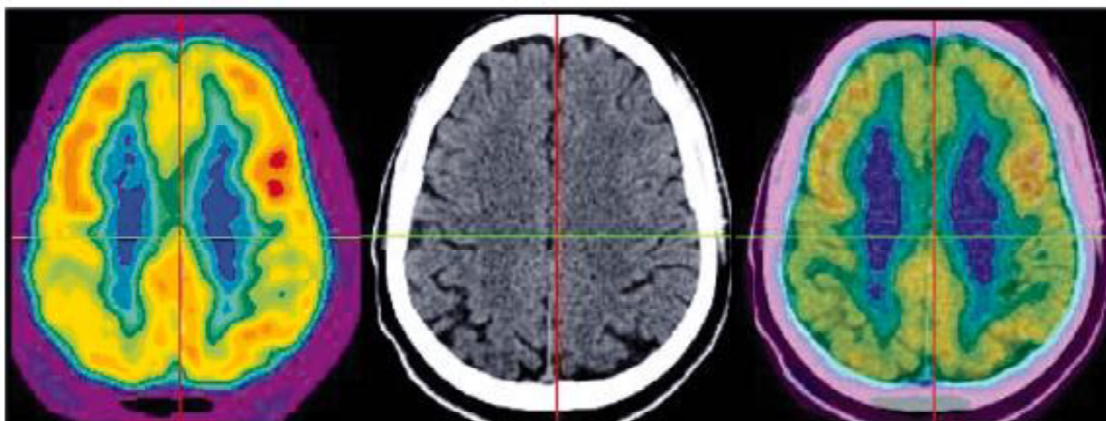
Avaliação da doença de Alzheimer através das técnicas de FDG/PET, CT e PET/CT (Biersack & Freeman, 2007).
